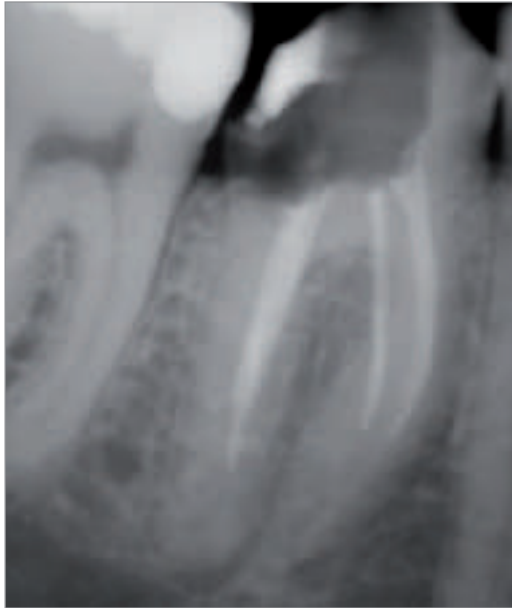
Zahn 46 – röntgenologisch insuffiziente Wurzelfüllung.
